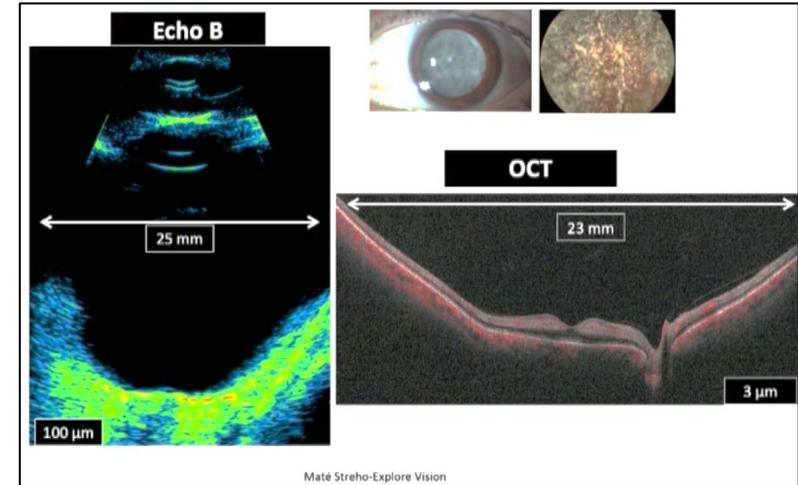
Comparaison d'une coupe d'échographie en mode B et une coupe OCT grand champ
